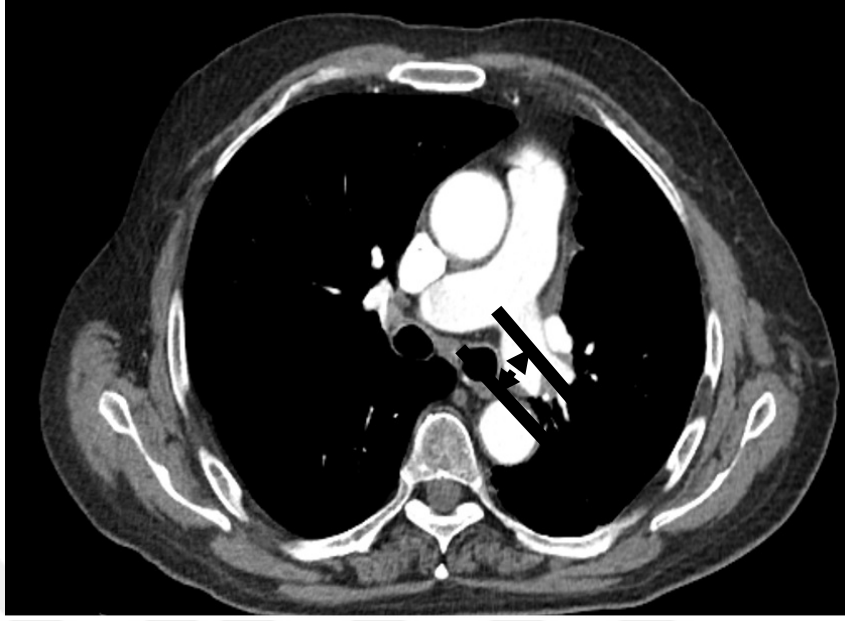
8 no' lu hastanın BT görüntüsü (sağ pulmoner arter alt lob güdüğünden sağ ana pulmoner artere kadar uzanan trombüs)
